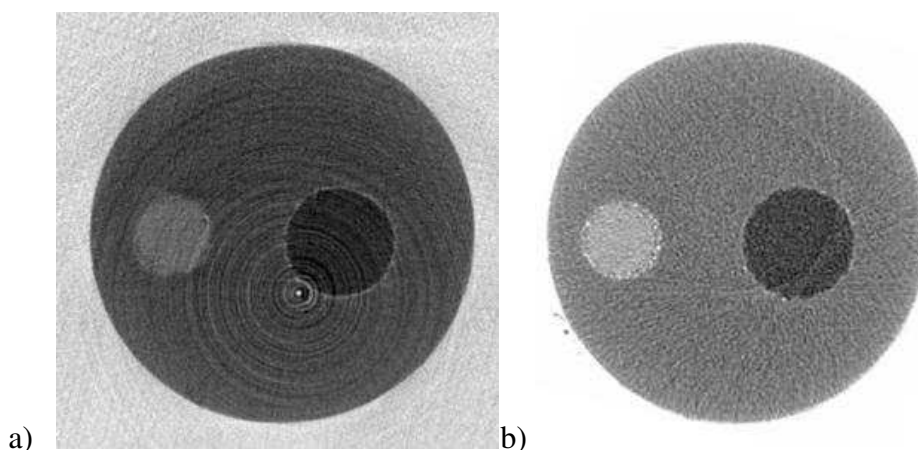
a) μ TC-CF, com distância de $R_1=16\text{cm}$ e $R_2=107\text{cm}$ ($M=7,68$); b) μ TC por transmissão.
